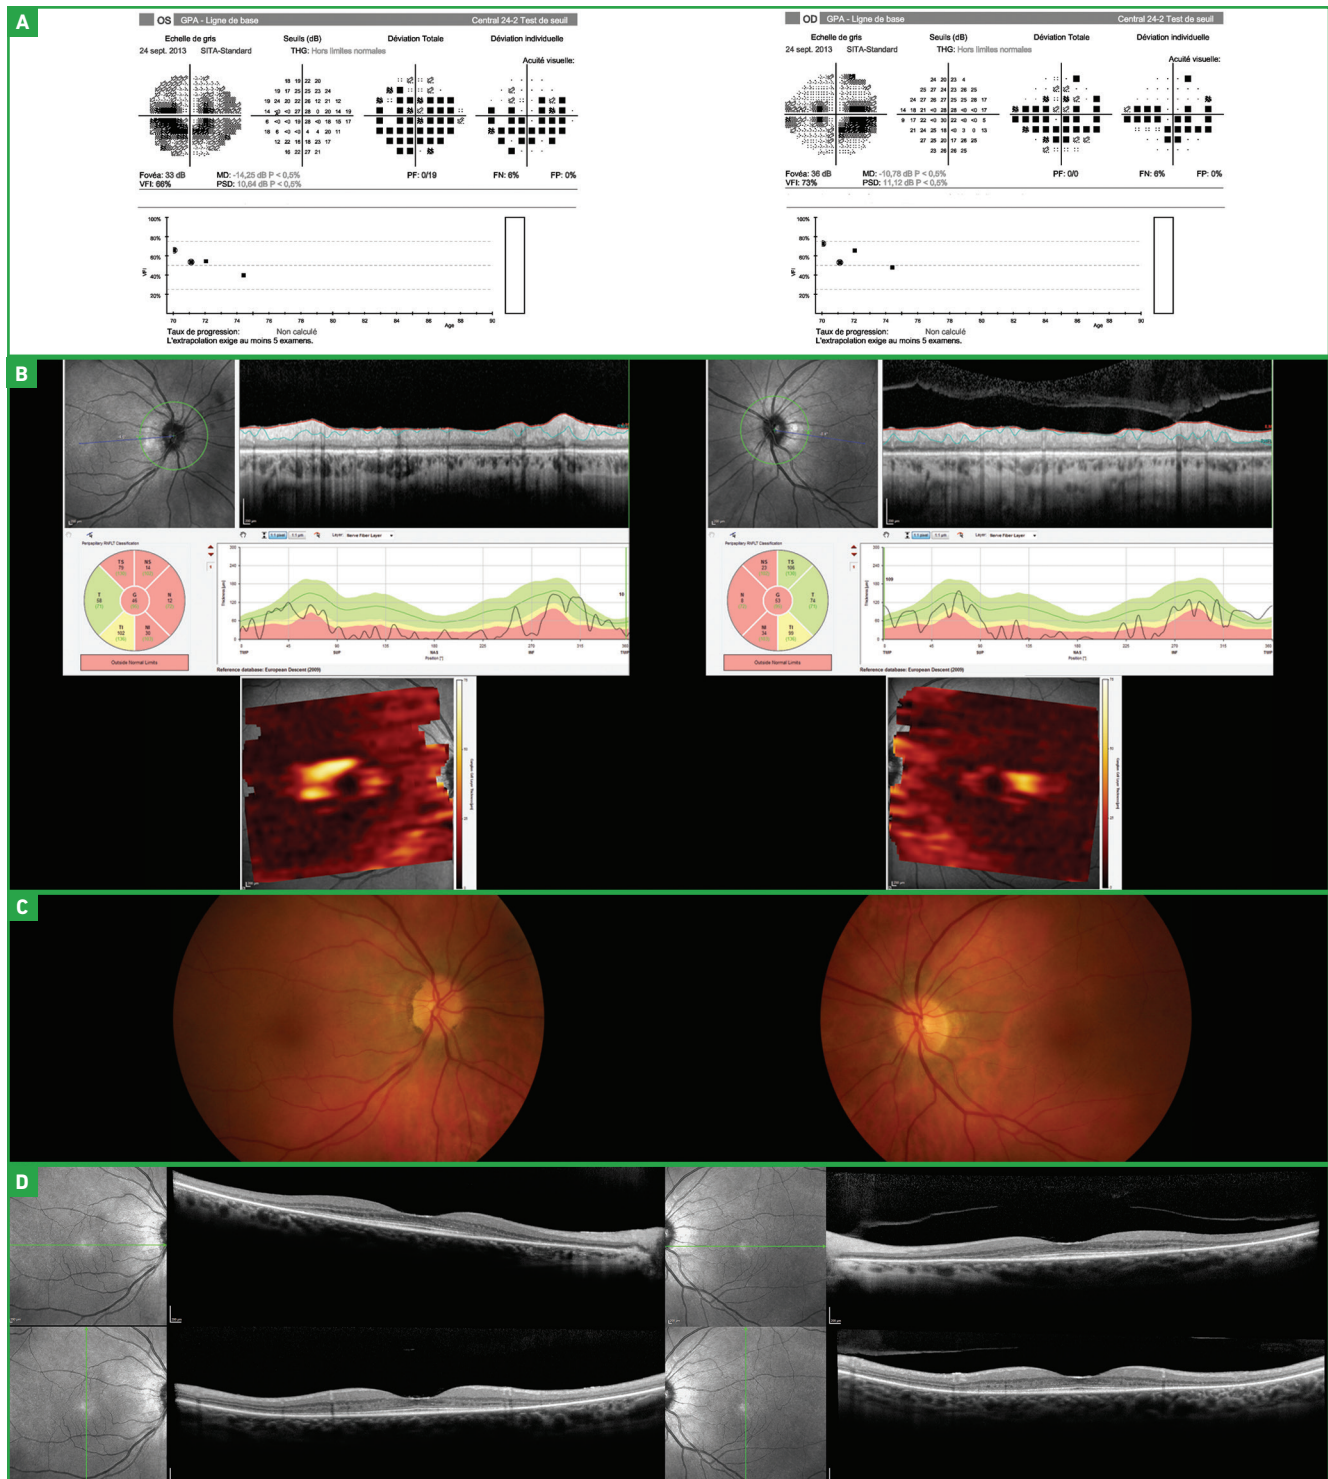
Une patiente âgée de 74 ans est adressée pour suspicion de GPN devant un déficit fasciculaire lentement progressif du champ visuel des deux yeux épargnant le seuil fovéolaire (A), et d'une altération des RNFL et du GCC à l'OCT (B). Toutefois, la clinique est discordante car les nerfs optiques ne sont pas du tout excavés ni pâles au fond d'œil (C). La patiente a déjà eu deux IRM orbitaires et encéphaliques non contributives. L'examen des coupes rétinienne maculaires horizontales et verticales en haute résolution (D) montre qu'il ne s'agit pas d'une neuropathie optique mais d'une maculopathie bilatérale avec perte des couches de la rétine externe épargnant la partie fovéolaire.
